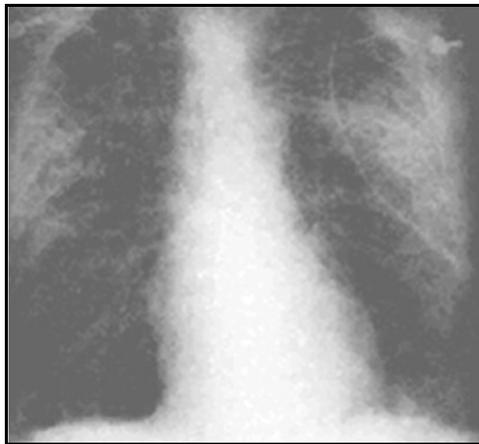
Radiographie pulmonaire en SDRA
